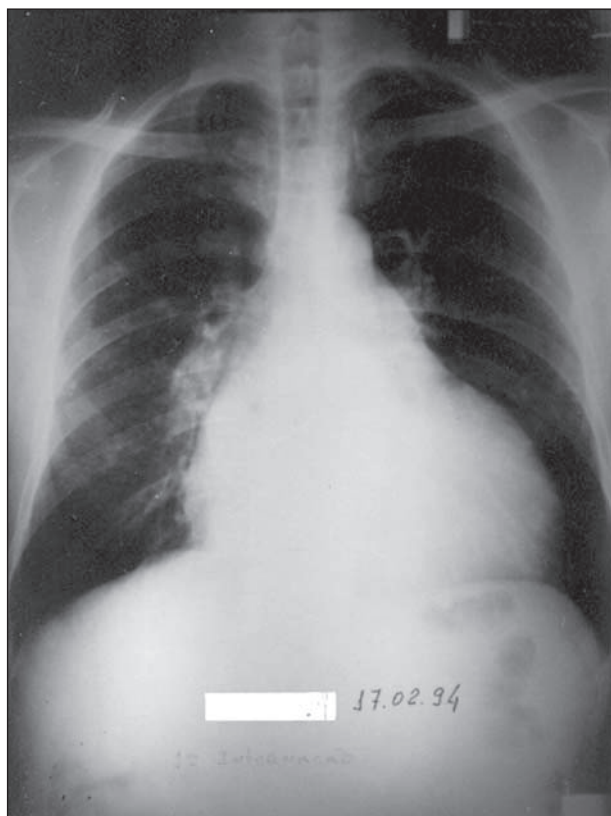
Radiografia do tórax em posição pósterio-anterior demonstrando cardiomegalia global acentuada.
